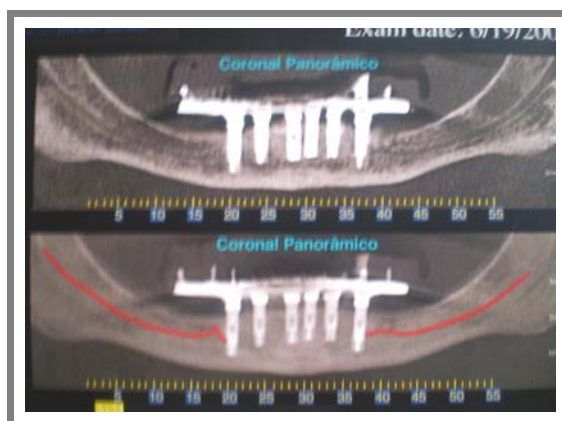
Tomografia computadorizada da arcada inferior (2008)
